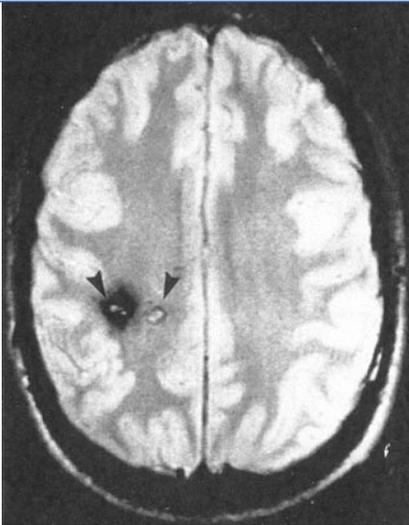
▲ Magnetresonanztomographie eines Kavernomträgers mit multiplen Kavernen (mit Genehmigung aus [41])
